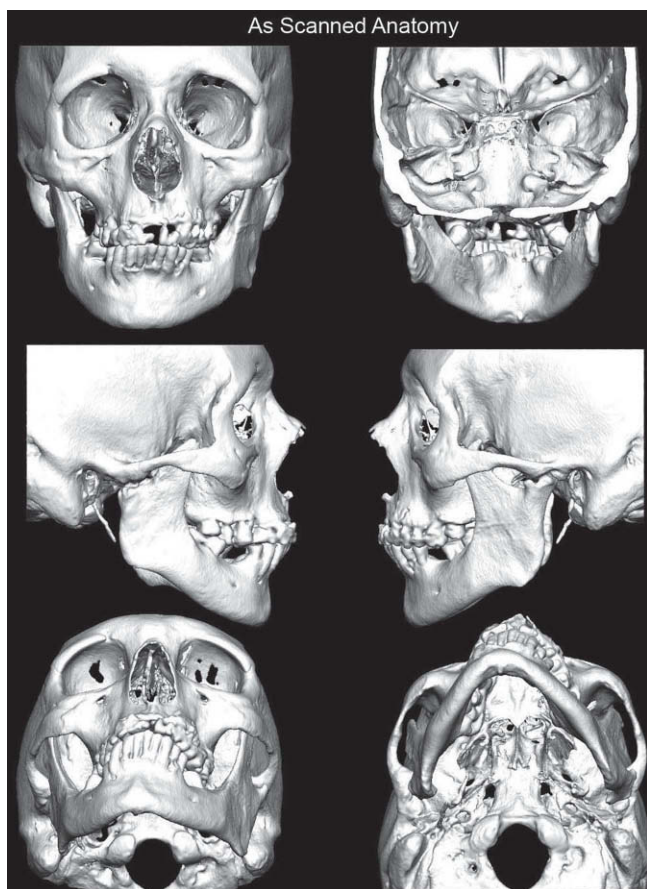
Imagen de la reconstrucción tridimensional a partir de los datos de la tomografía computarizada.
